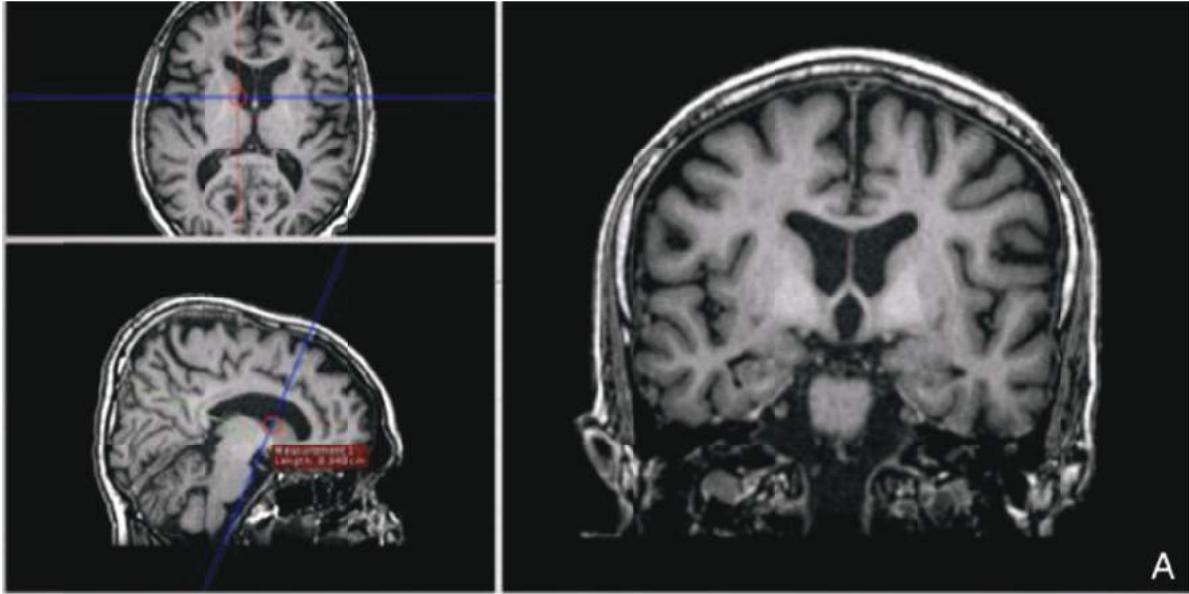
Reconstrucción multiplanar de un estudio de RM cerebral
